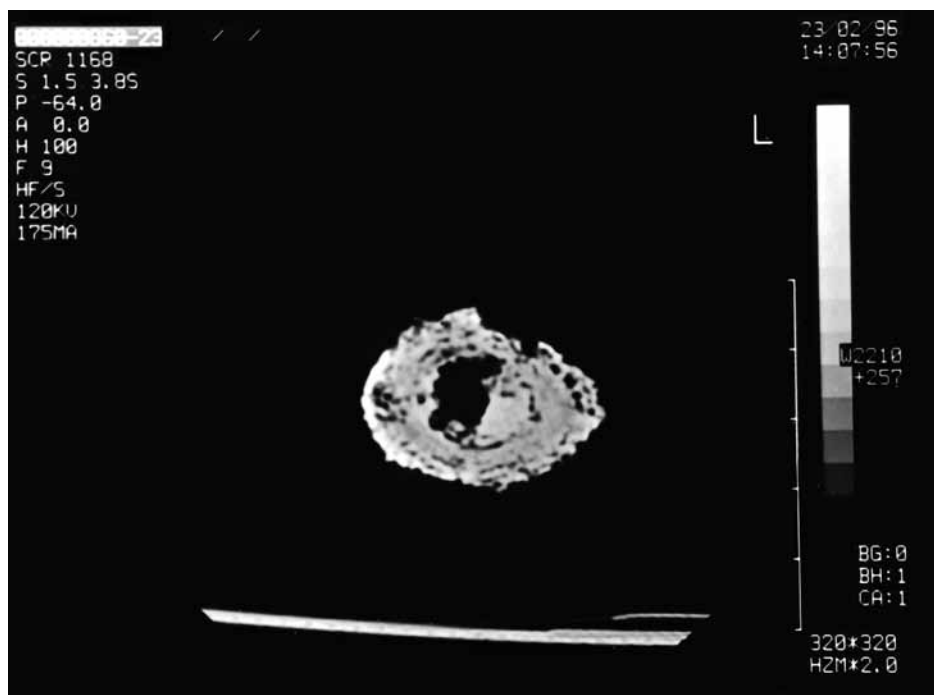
CT šikmý řez proximálním koncem levého femuru odhaluje defekty kompakty hlavičky, ve spongióze zvlněné linie osteolýzy imitující roztržení, další okrouhlá ložiska téhož a několik ložisek osteoplázie, splývající s trámečky spongiózy.
